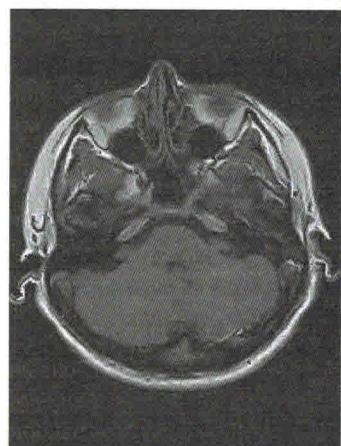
Магнитно-резонансная томография черепа (аксиальная проекция), признаки мастоидита в правом сосцевидном отростке.
